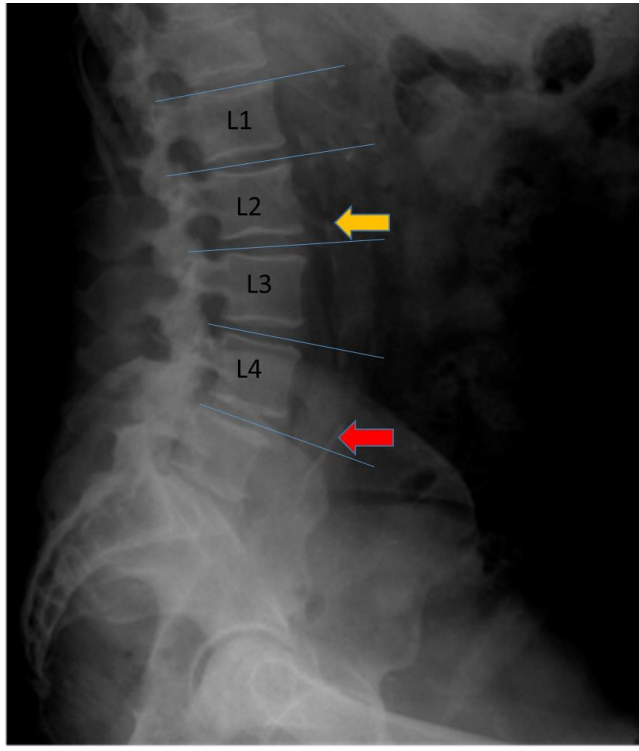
Imagen de calcificación aórtica mediante radiografía simple lateral de abdomen, con el método de Kauppila, en un paciente de esta tesis. Calcificación en pared anterior (flecha roja), y posterior (flecha amarilla).
